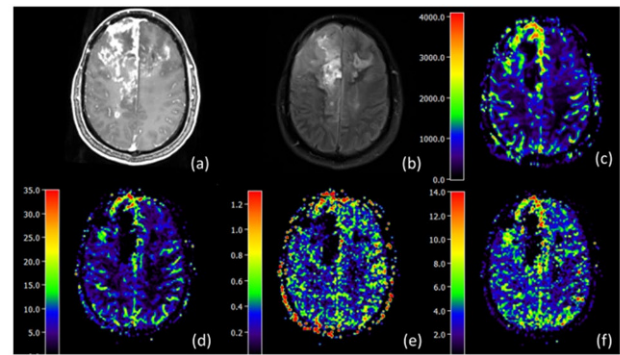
(a) KM-gestützte T1w-MPRAGE, (b) FLAIR, (c) rCBV, (d) lange Achse, (e) kurze Achse, (f) Steigung
